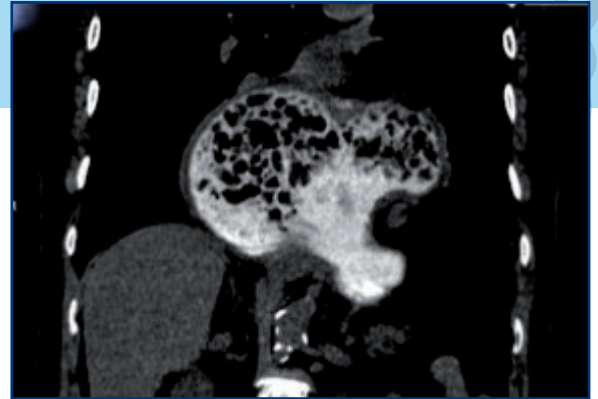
Röntgenaufnahme vor der Re-OP
